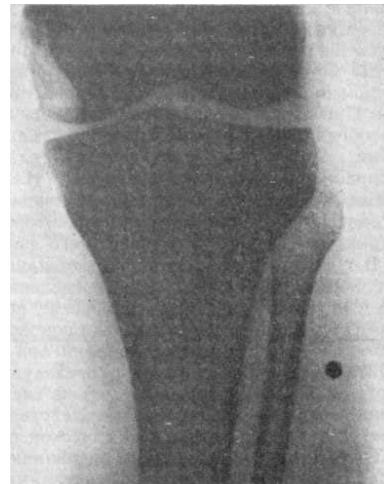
Рентгенограмма голени. Иностранное тело – картечь
